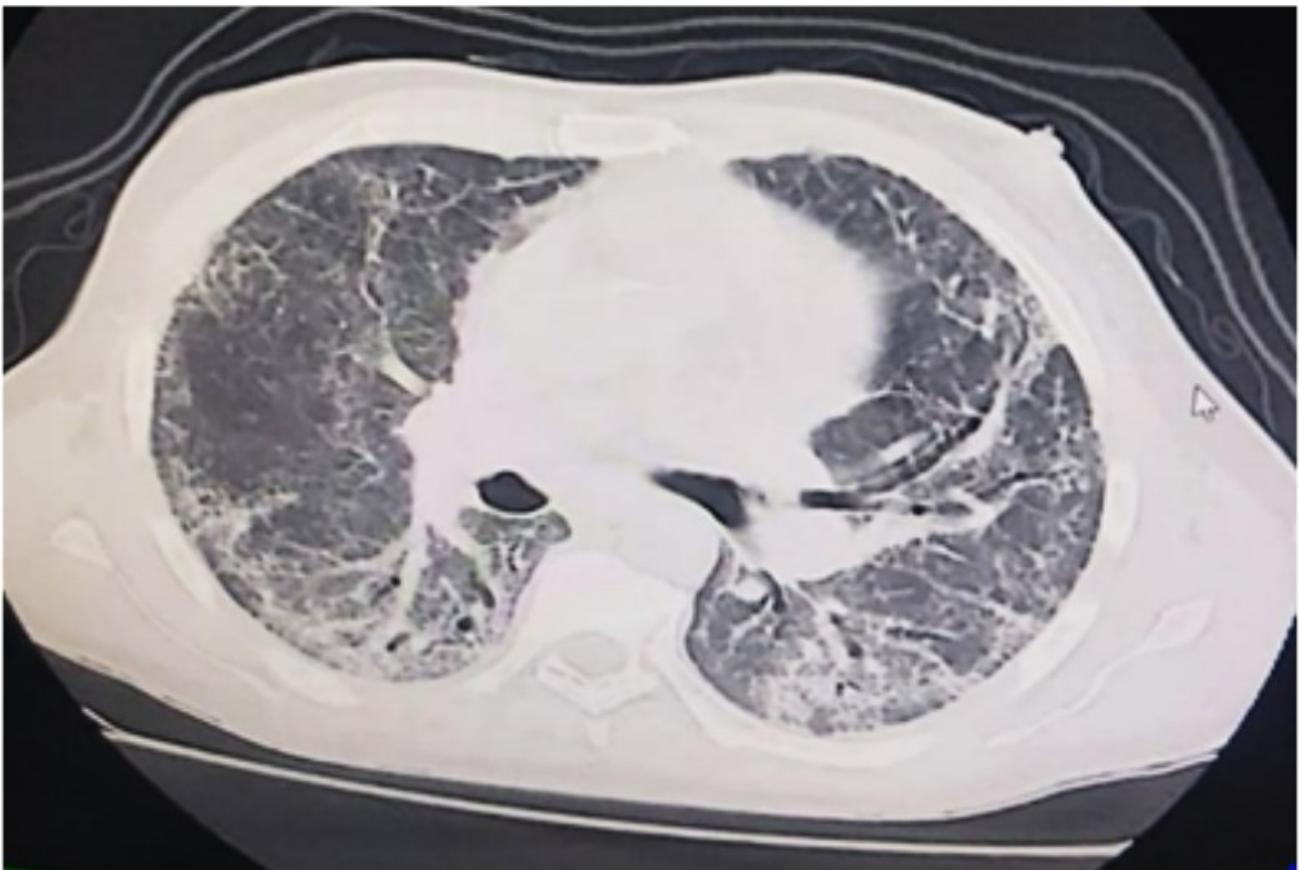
Tomografía de tórax. Neumonía intersticial difusa.
